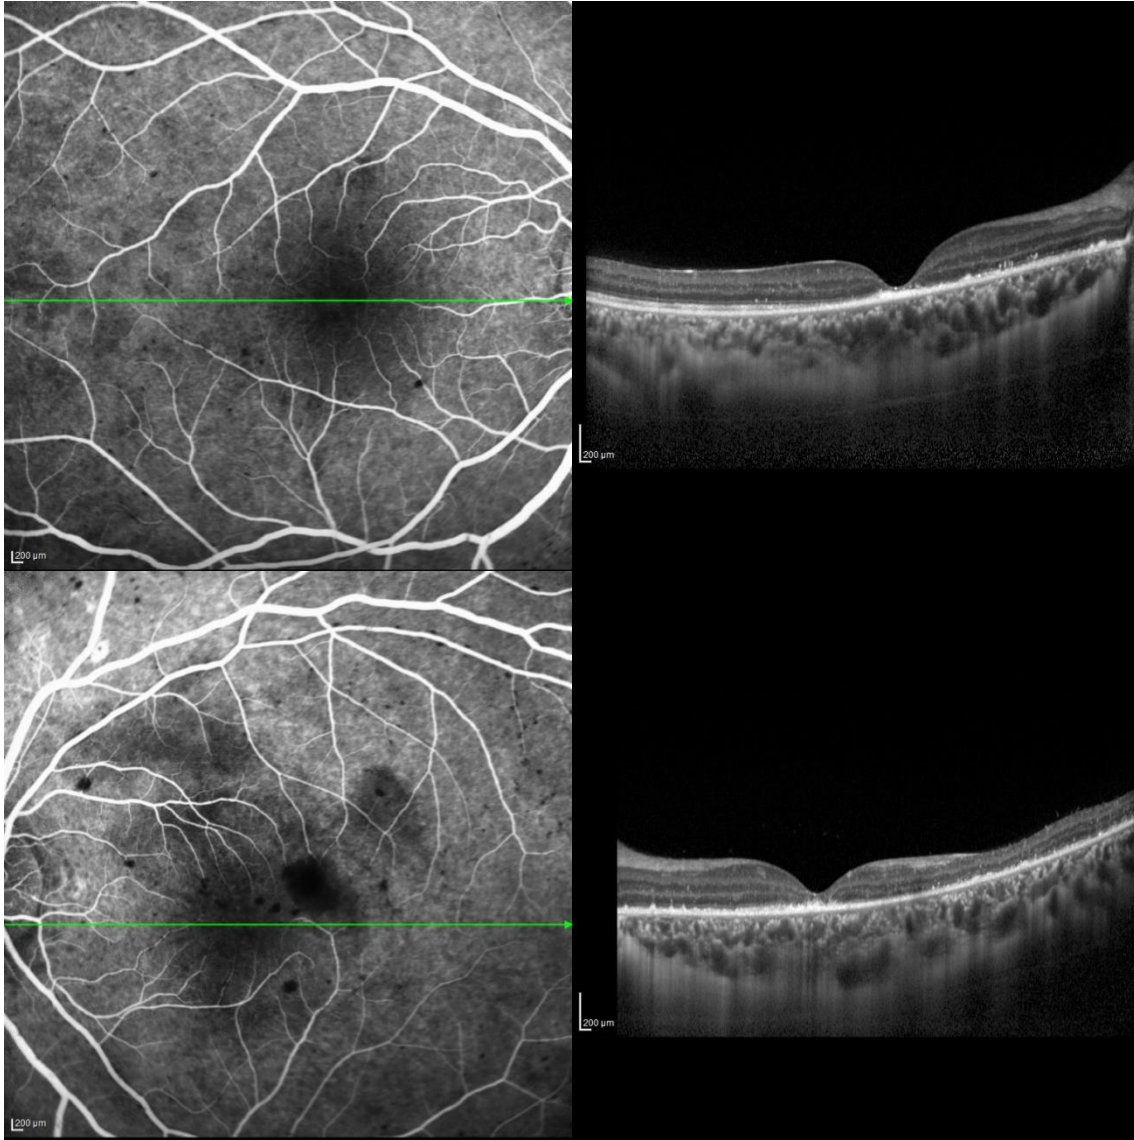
Tomografia de coerência óptica em ambos os olhos dois meses após o tratamento evidenciando hiperreflectividade nas camadas externas da retina-fotorreceptores (sugerindo atrofia foveal).
